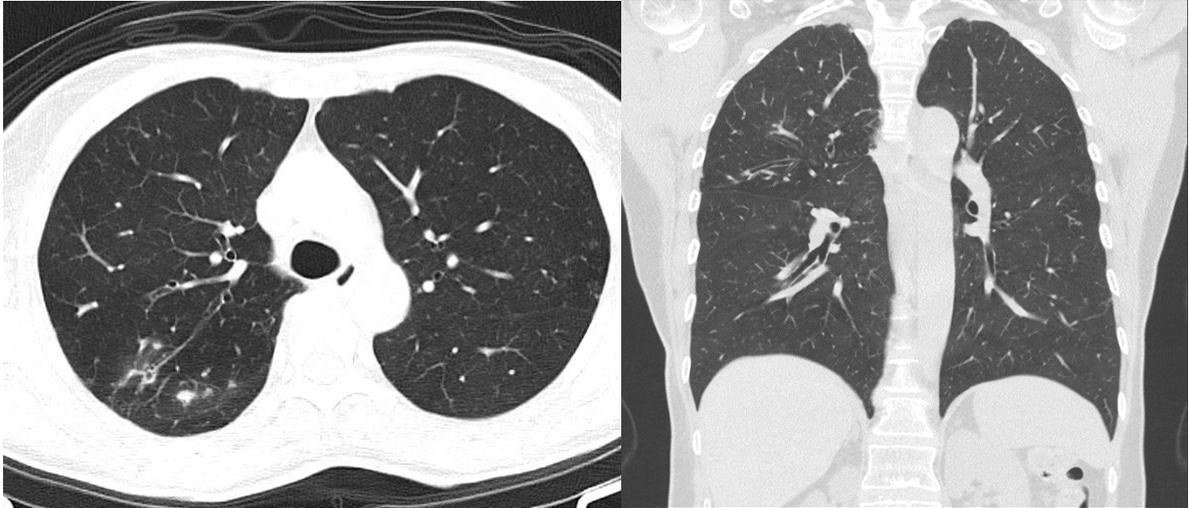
TC realizada em abril. Relatório descreve bronquiectasias dispersas, algumas preenchidas, bem como múltiplas áreas de micronodulação centrolobular difusa, nalguns pontos com morfologia “tree-in-bud”, traduzindo patologia das pequenas vias aéreas.
